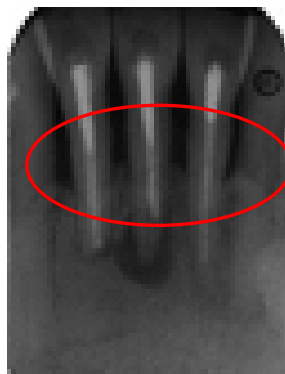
Radiografías donde se pueden observar reabsorciones óseas horizontales.
